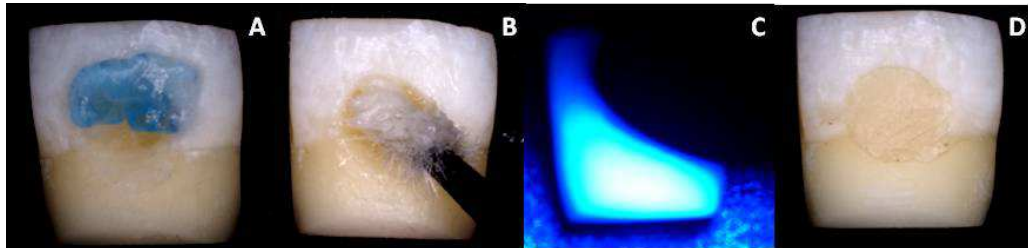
A- Aplicação de ácido fosfórico no esmalte, B- Aplicação do adesivo, C- Fotopolimerização durante 20 s com aparelho de luz halógena (Optilux VLC 501, Demetron Research Corp, Danbury, CT, EUA) e D-Cavidade restaurada.
